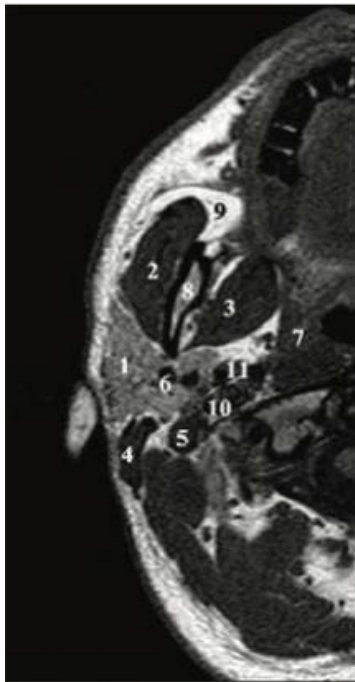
[41] Coupe transversale IRM
